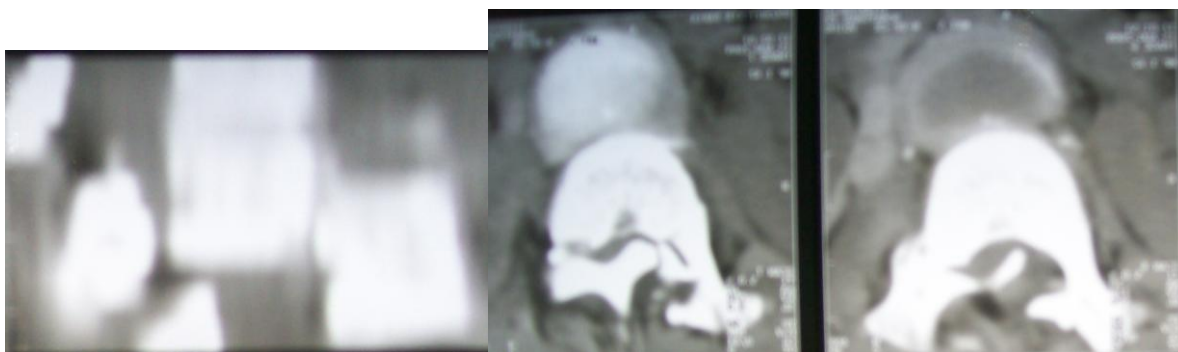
Aspectul imagistic a segmentului toraco-lombar prin Tomografie computerizată la internare
